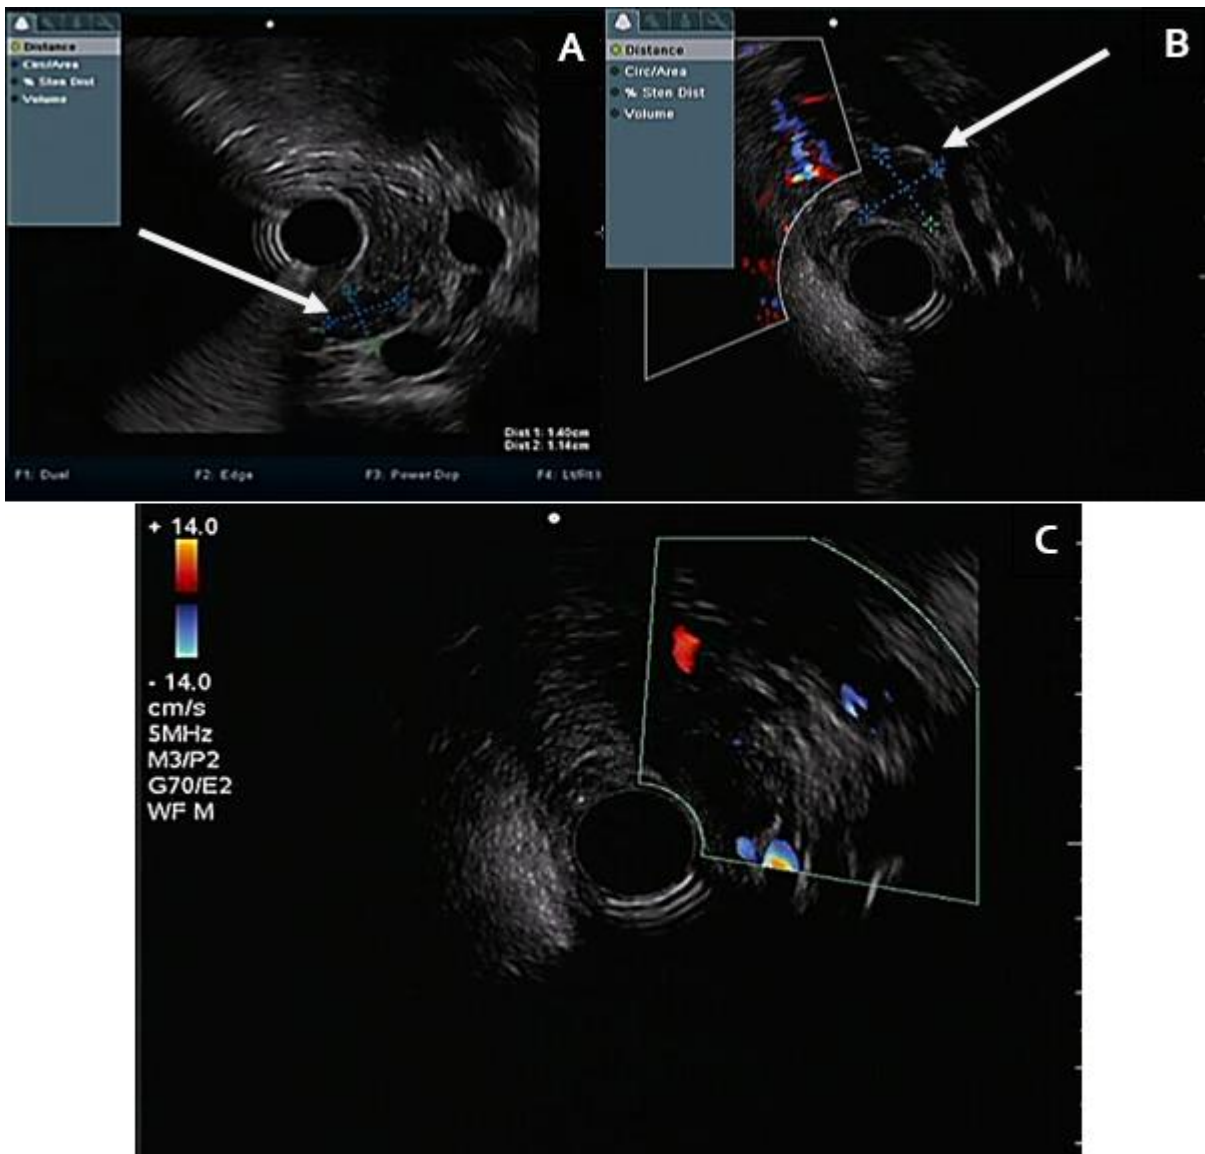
Echoendoscopie (A+B+C) : montrant la présence au niveau du pancréas d'une lésion ovale hypoéchogène, homogène au niveau de l'union corps / queue (A), mesurant 14x14 mm, ne prenant pas le Doppler (B+ C)
